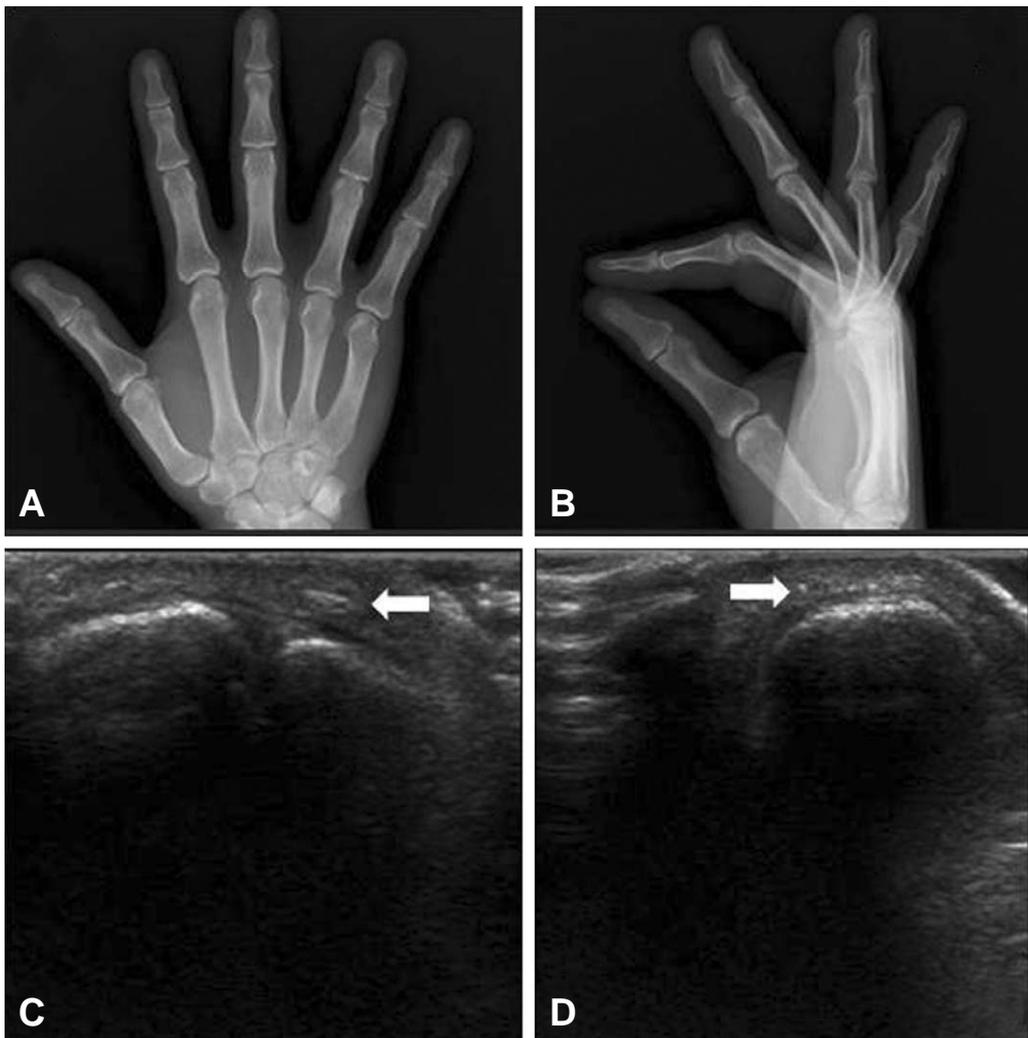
The plane radiographs of the patient who hit wooden door with his right index finger, resulted in negative study, (A) (B). Ultrasonographic examination revealed foreign body and its exact site and size, (C) (D).
